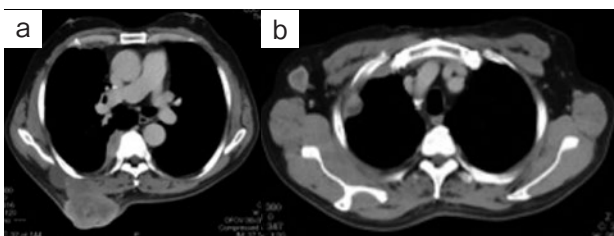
Contrast-enhanced CT. (a) A nonuniformly contrasting tumor on the right side of the back. (b) Right axillary lymphadenopathy. (a, b) Multiple nodules in the pleura.
